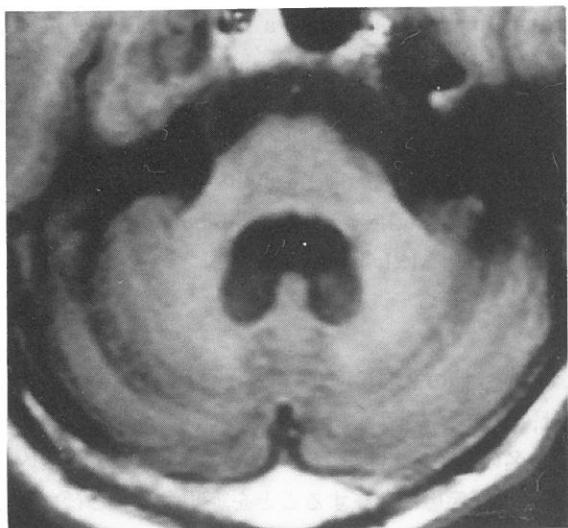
The T2 weighted MRI of the brain showing atrophy of the cerebellum and the pontine tegmentum with dilatation of the 4th ventricle.
